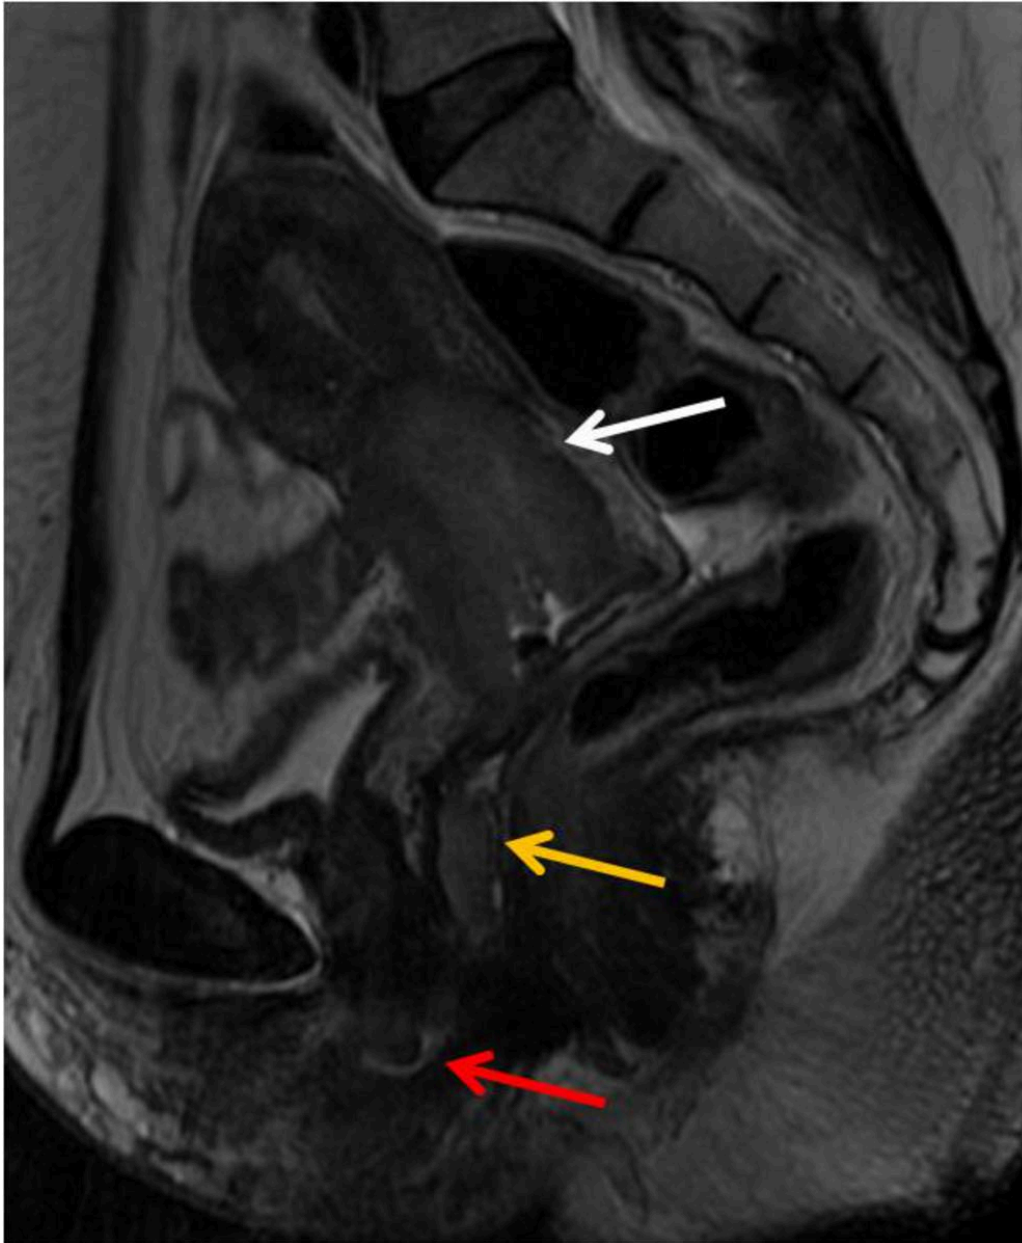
Mujer de 51 años con diagnóstico histológico de ca. epidermoide de cérvix a la que se solicita estudio de RM para estadificación. Imagen de RM sagital potenciada en T2-FSE que muestra un cáncer de cérvix, que afecta a exo y endocérvix, con extensión a todo el espesor del estroma circunferencialmente (flecha blanca). Se asocia a afectación de la pared anterior de la vagina (flecha amarilla) y vulva (flecha roja).
